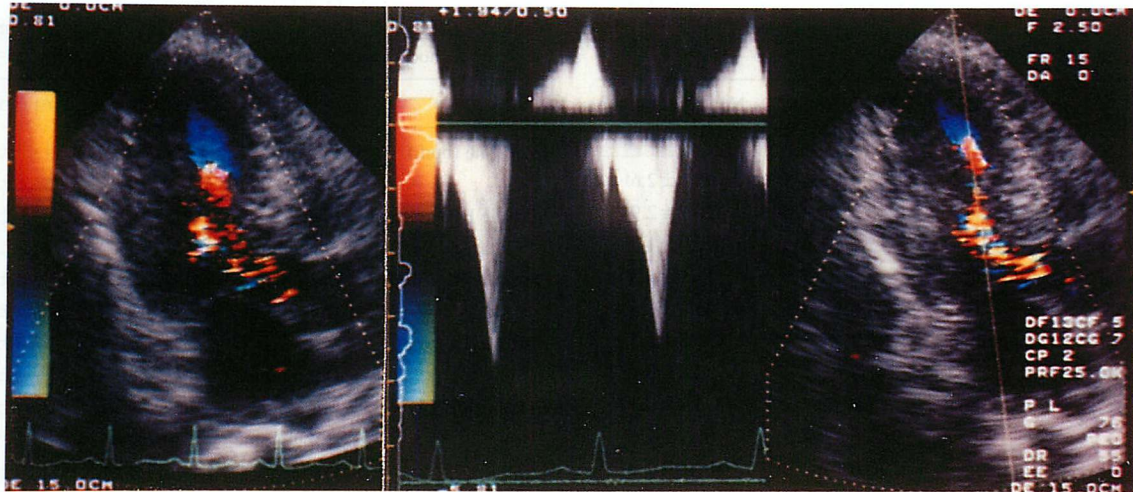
Color Doppler echocardiography mapping showing aliasing at the apical side and turbulent flow (mosaic signal) distal to the obstructed site (left), continuous Doppler echocardiogram showing typical late-peaking flow at the obstructed site (right)
